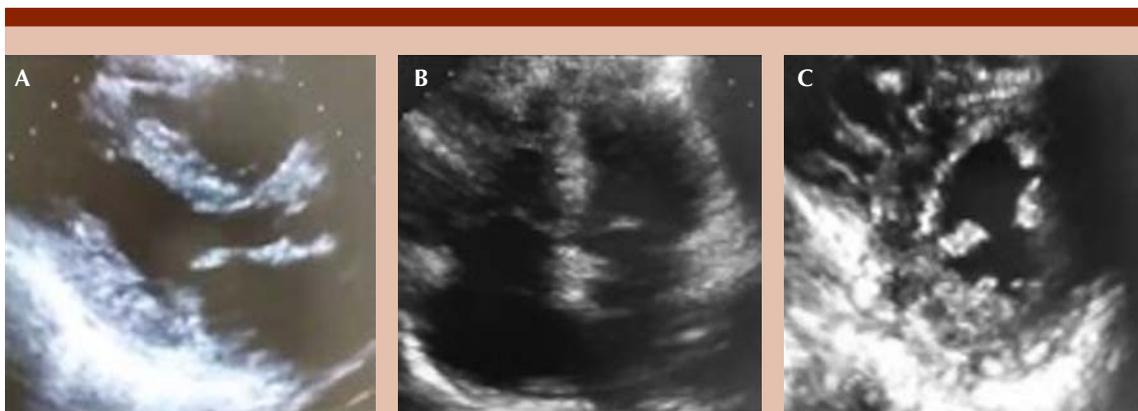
A y C. Ejes largo y corto paraesternal (respectivamente) del ventrículo izquierdo donde se observa engrosamiento e infiltración (puntilleo heterogéneo). B. Vista apical 4 cámaras donde se observa ecogenicidad aumentada en el tabique interventricular.
